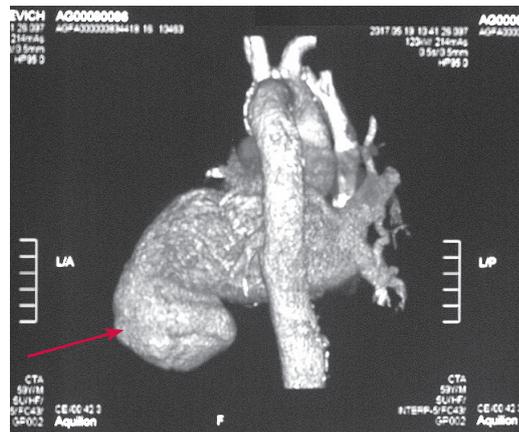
Мультиспиральная компьютерная томография сердца и аорты (красной стрелкой указана аневризматическая часть левого желудочка)
